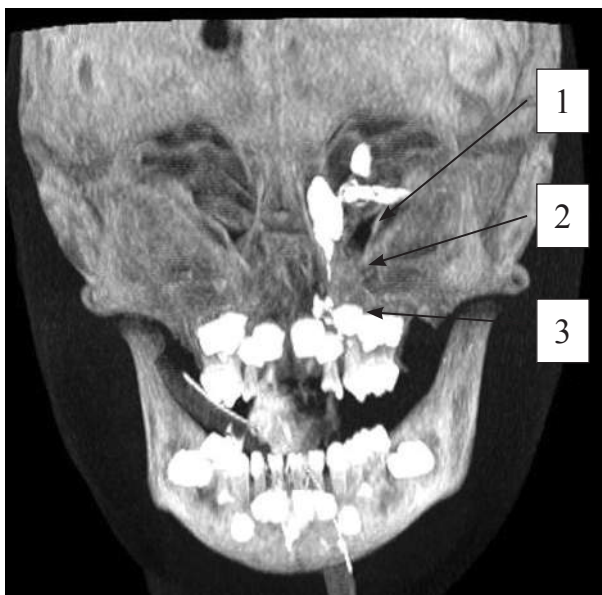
Ребенок Г., 2 года. КТ с контрастированием СОП в коронарной 3D-реконструкции. Слева визуализируется большой слезный мешок (стрелка 1) со стенозом в нижней части НСП протяженностью 4,2 мм (стрелка 2). Определяются мазки контраста в носовой полости (стрелка 3)
